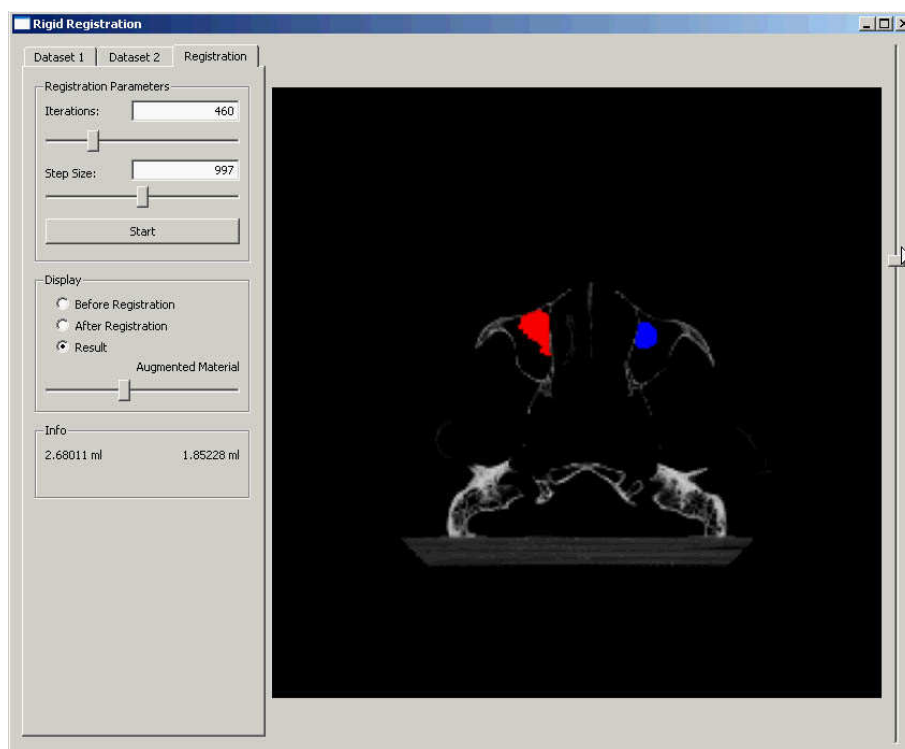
Ergebnis einer erfolgreichen Überlagerung: Die simulierten Augmentationen sind (in einer CT-Schicht) färbig dargestellt (rot = rechte KH, blau = linke KH) und deren Volumen ist in dem Feld „Info“ in Millilitern angezeigt. (screenshot).
